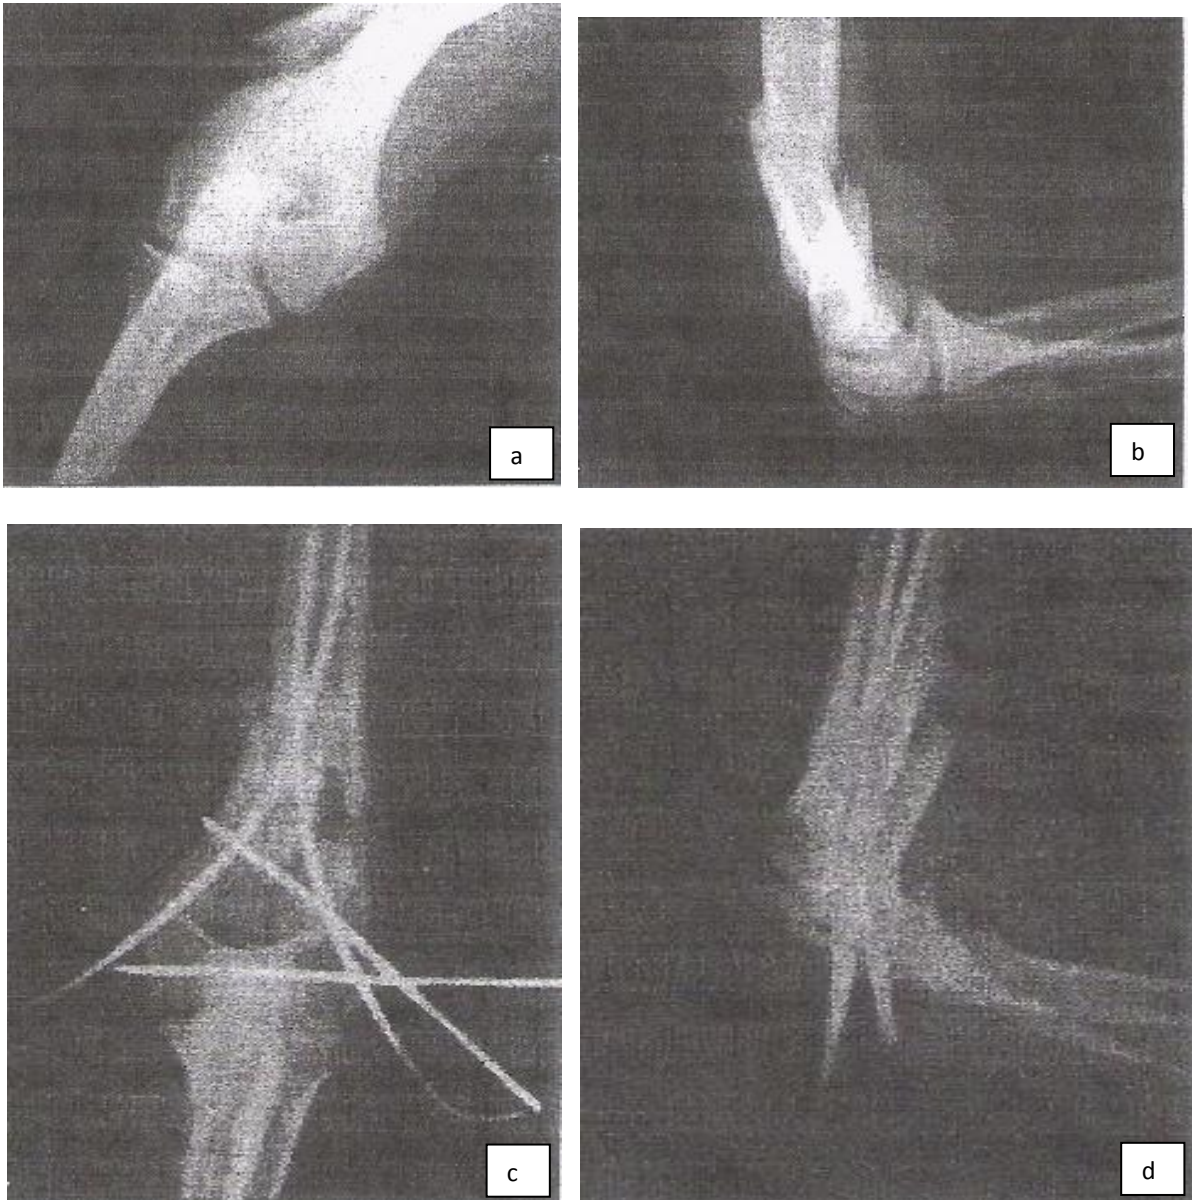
Radiographie de face et de profil du coude droit chez un enfant âgé de 14 ans (a, b) avec radiographie de contrôle postopératoire après 3 semaines (c, d). [14]
